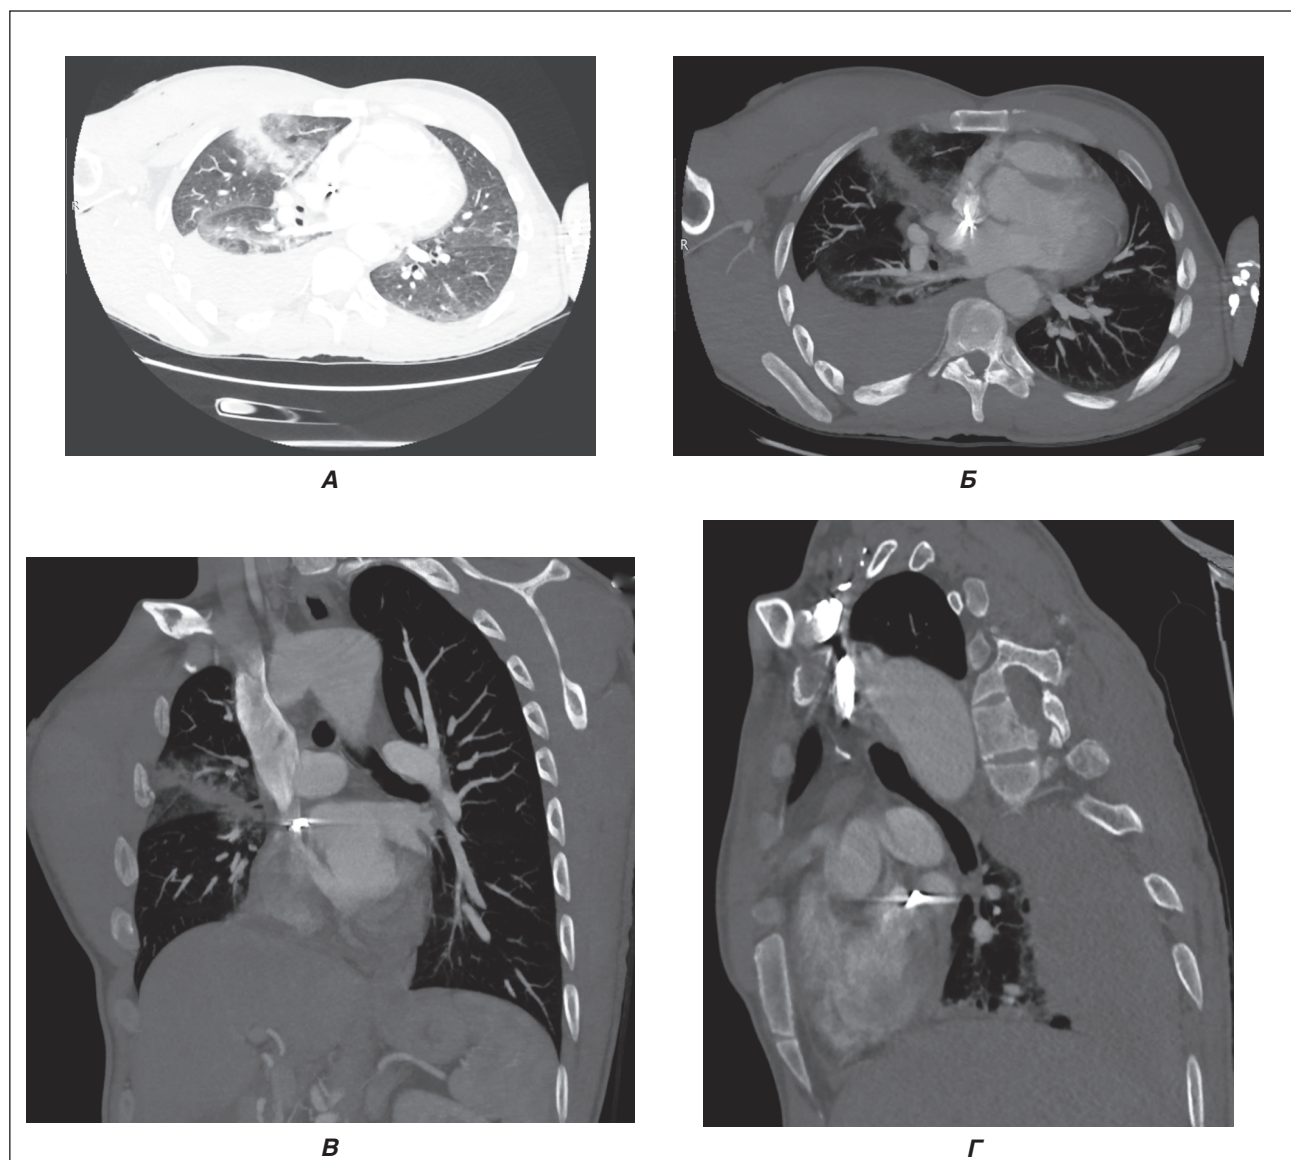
Дані МСКТ органів грудної клітки з контрастним підсиленням: правобічний гемоторакс, посттравматичний пульмоніт по ходу ранового каналу у верхній частці правої легені, металевий осколок у міжпередсердній перегородці. А, Б, В — косі проекції для візуалізації ходу ранового каналу; Г — сагітальна проекція
